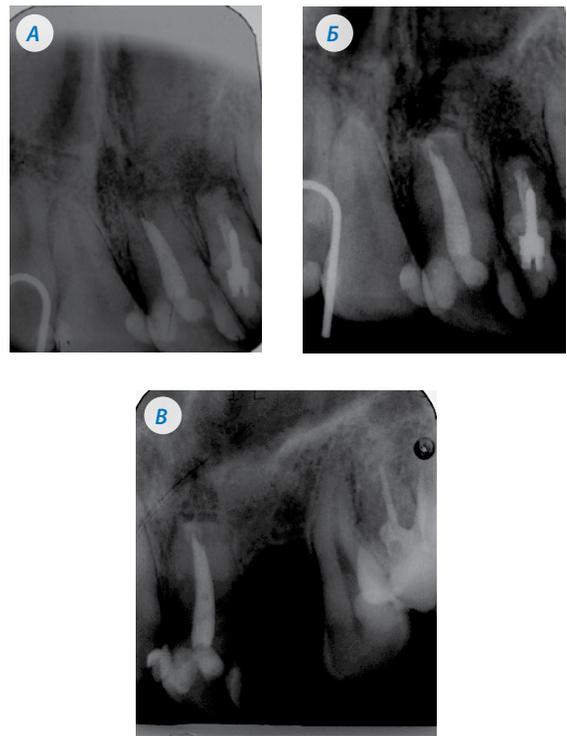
Рентгенограммы 2.1, 2.2 зубов пациентки Д. до реоперации (А), через 6 месяцев после реоперации (Б), через 3 года после удаления 2.2 зуба (В)
